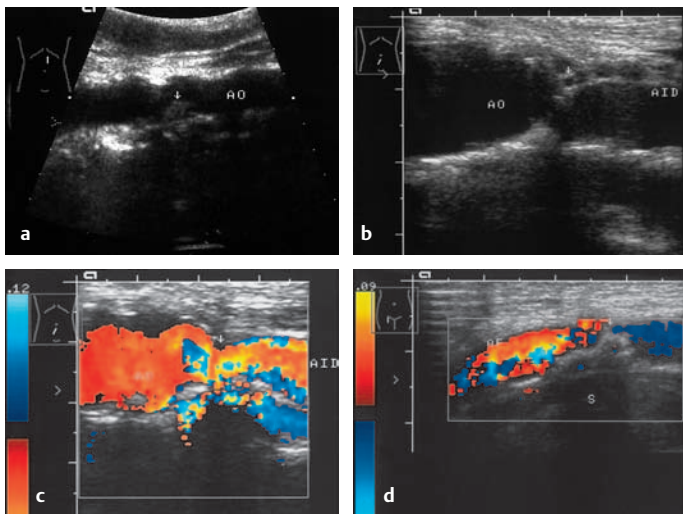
a–d Arteriosklerose und Stenosierungen. a Protuberierender Plaque in der Aorta (AO; Pfeil) mit Lumeneinengung. Arteriosklerotische Wandunregelmäßigkeiten. b A. iliaca-Stenose, B-Bild: Hochgradige Einengung des Abganges der A. iliaca (Pfeil). c A. iliaca-Stenose, Farbdoppler: Stenosierung (Pfeil), Farbumschläge als Zeichen turbulenter Strömung. d Stenose (Pfeil) der A. femoralis, Farbdoppler: Prästenotischer Farbwechsel, Turbulenzen; die Stenose ist durch einen hochgradigen, lumeneinengenden, kalzifizierenden Plaque mit Schallschatten (S) verursacht
